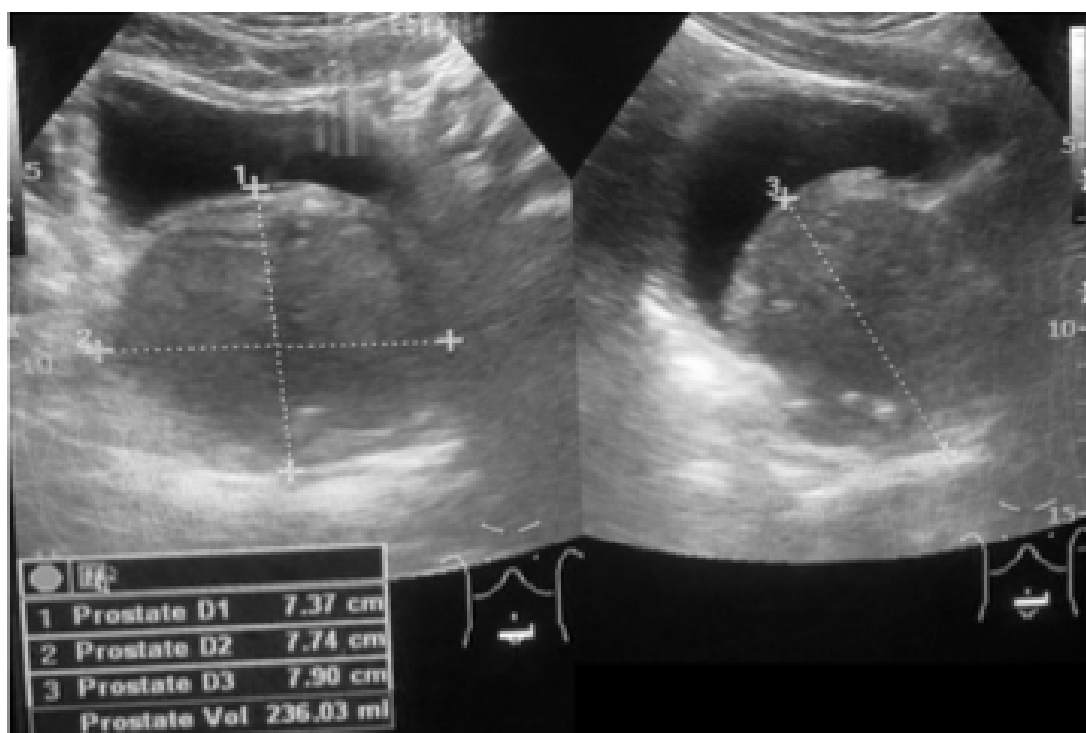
Предоперационное УЗИ пациента К., ДГПЖ, объем простаты 236 см куб.
